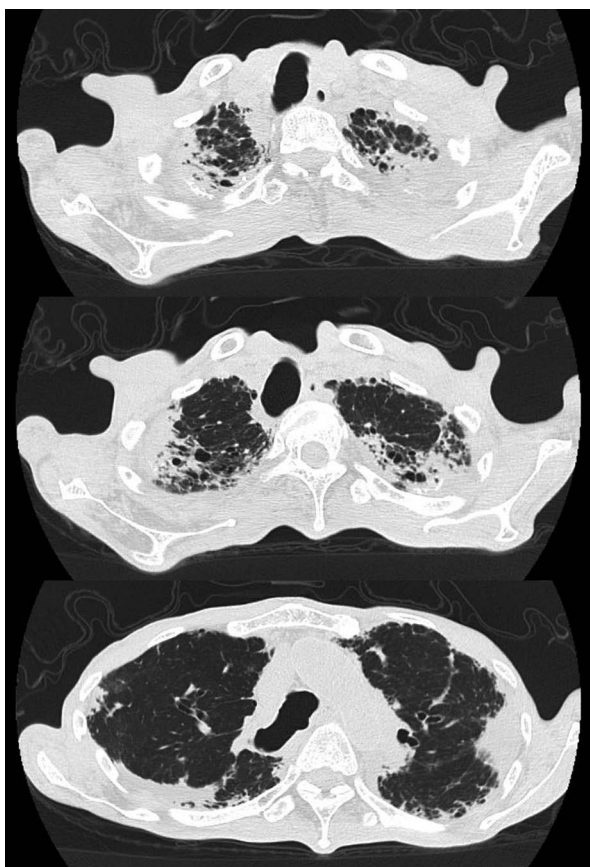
Computed tomography (CT) of the chest. The chest CT scans demonstrate ground-glass opacities, continuous with the pleura in the upper lobes of both the lungs.
